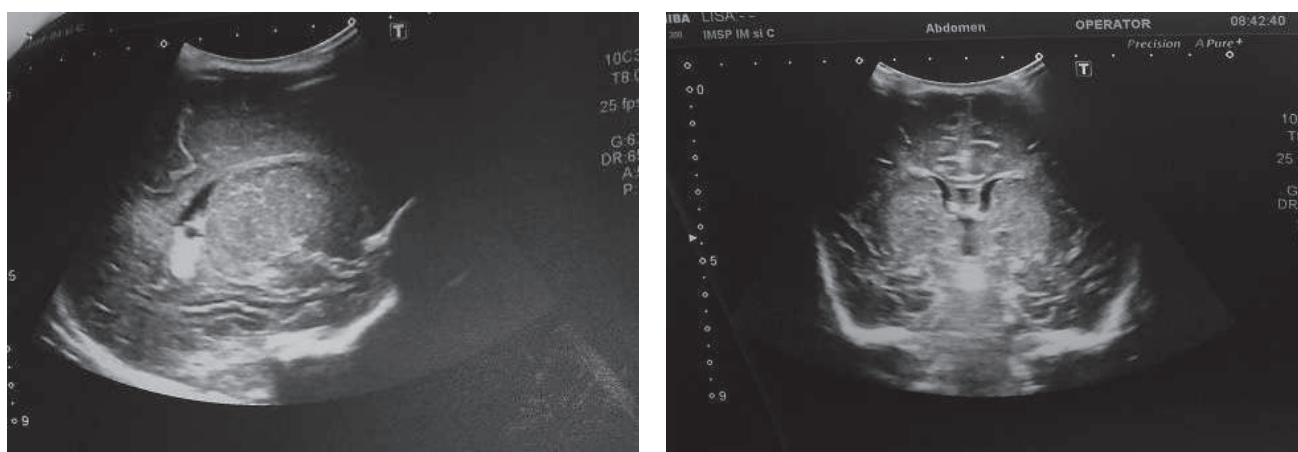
Neurosonografie. Infiltrație periventriculară
